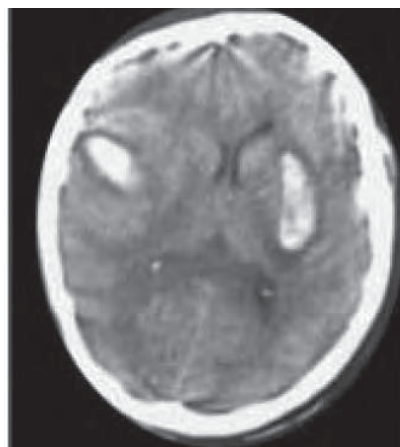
/2.- TAC de cráneo. Hematomas múltiples en el posparto inmediato.
